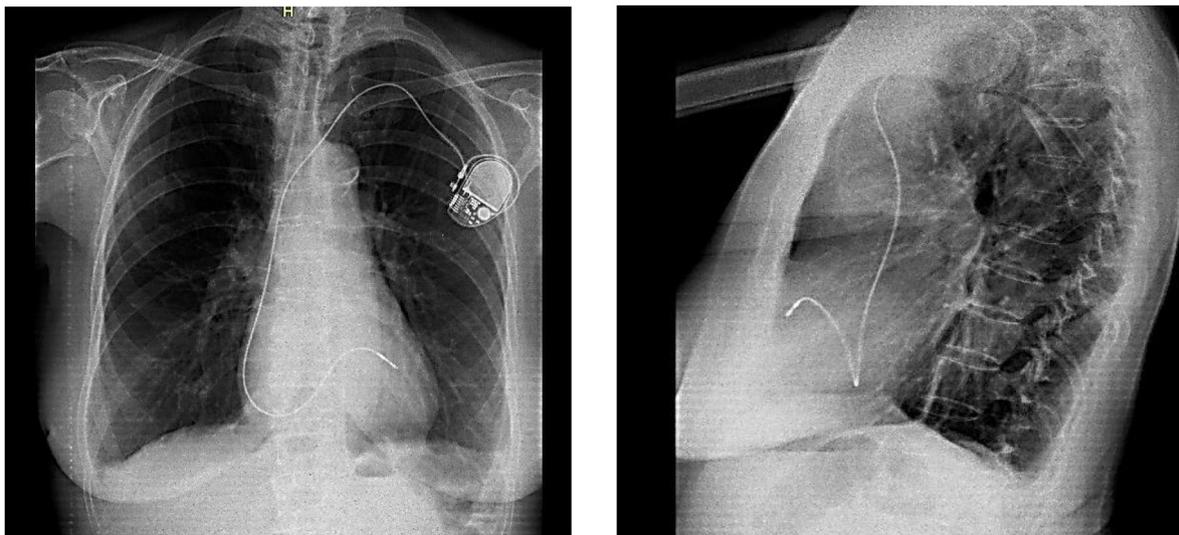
Radiografía anteroposterior y lateral de tórax 30 días posteriores al primo implante de marcapasos definitivo.
